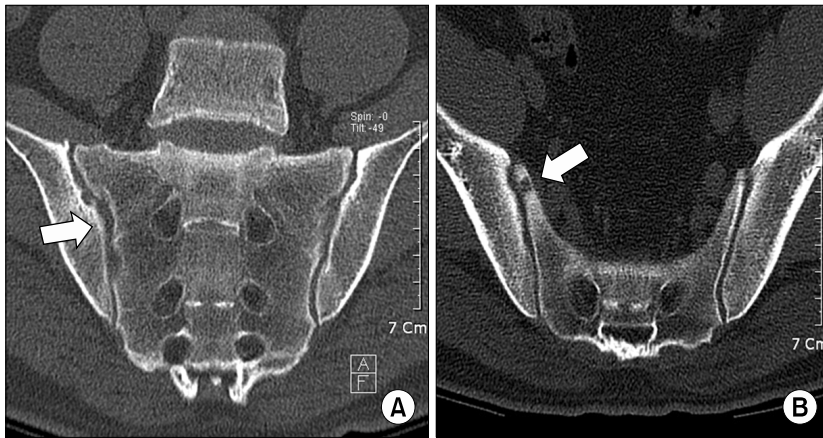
The coronal reformatted CT image of the SI joints show multiple, well-margined erosions along the articular surfaces of the right SI joint (A, B).
